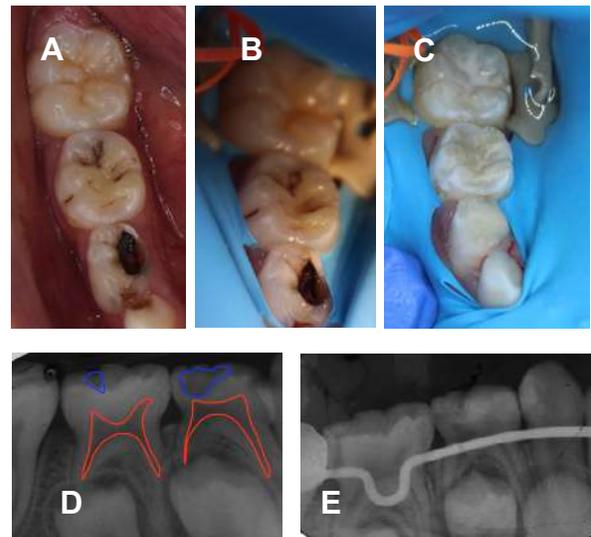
Fotografía inicial de hemiarca inferior derecha (A), Aislamiento absoluto con grapa atraumática (B), Restauraciones finales de órganos dentales 83, 84, 85 y 46 (C), Radiografía periapical que muestra zona radiolúcida en corona de órgano dental 84 con cercanía a cámara pulpar (D), Radiografía periapical control de 2 meses con adecuada adaptación marginal sin datos de patología periapical (E). Fuente directa.
